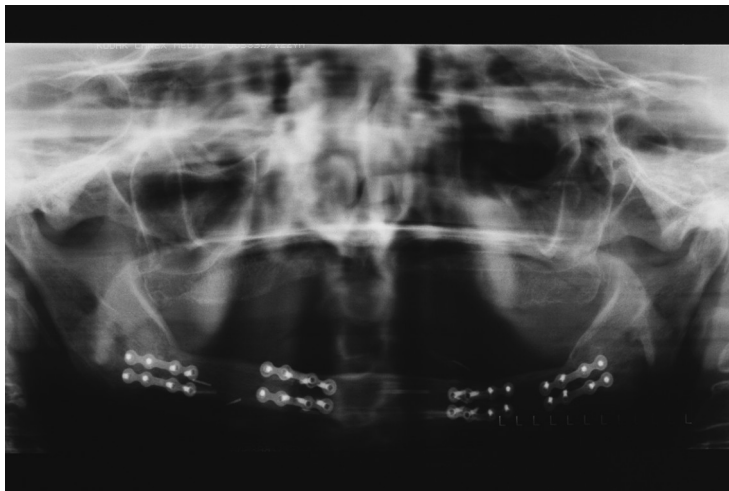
Contrôle radiographique du greffon libre de péroné restaurant la continuité mandibulaire après ablation de la métastase du cancer de la thyroïde à la mandibule.
